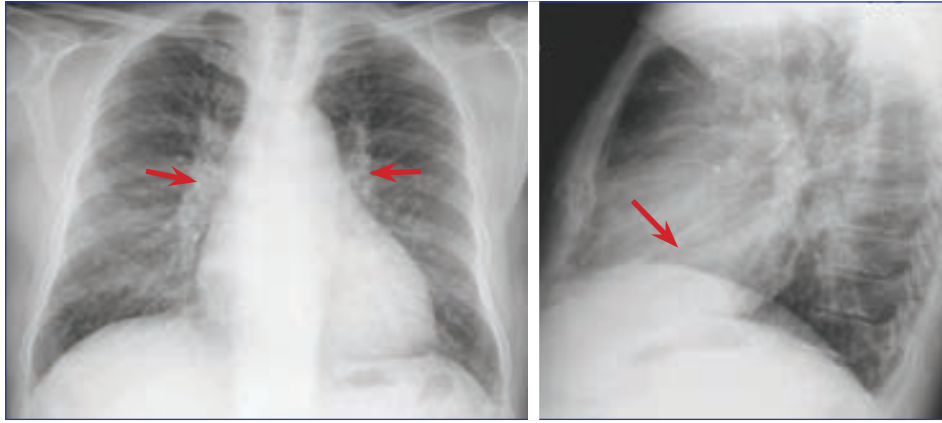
35: A ve B; PA ve lateral radyografide konjestif hilus (oklar), akut pulmoner ödemin interstisyel fazında kalınlaşmış interlober fissür (ok), ve linear paterni.
